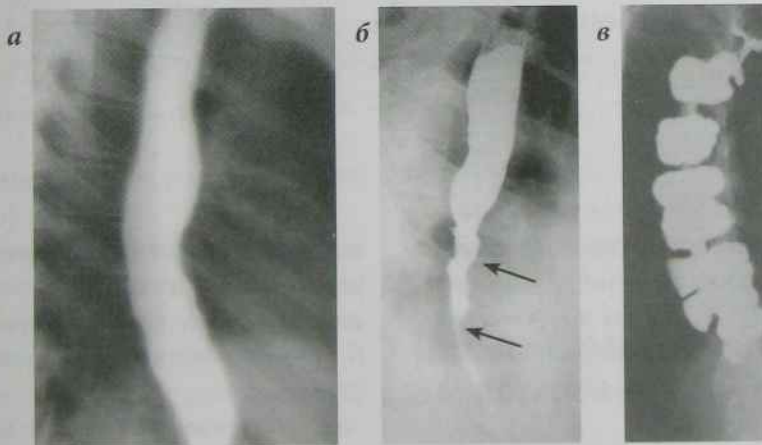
Рентгенограми середньої та нижньої третини стравоходу в лівій косій проекції у фазі контрастування слизової оболонки:
